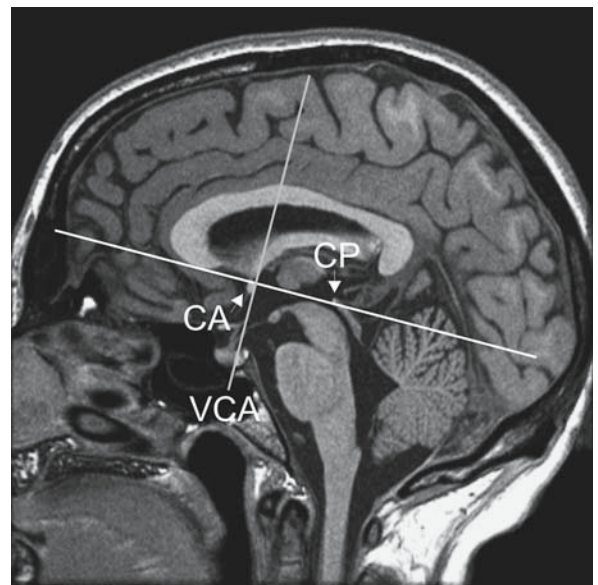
Median-Sagittalschnitt eines hochauflösenden T1-gewichteten MRT-Datensatzes bei 1,5 Tesla (Voxelgröße 610 µm isotrop, Mittelung von 10 individuellen Datensätzen). MR-Bild von Oros-Peusquens, Stöcker, Zilles, Shah. CA, CP Commissura anterior und Commissura posterior. Diese beiden Strukturen definieren die CA-CP-Linie und legen die horizontale Schnittebene fest. Durch den hinteren Rand der Commissura anterior verläuft orthogonal zur CA-CP-Linie die VCA-Linie. Diese definiert die vertikofrontale Bildebene. Der Schnittpunkt von CA-CP-Linie und VCA-Linie in der Ebene des Interhemisphärenspaltes definiert den Ursprung im Talairach & Tournoux Atlas (1988)
